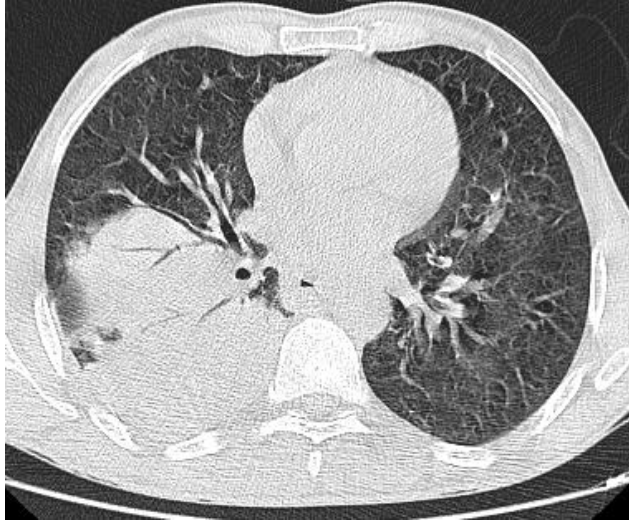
CT torace, fereastră pulmonară: condensare alveolară LSD, cu bronhogramă aerică prezentă
